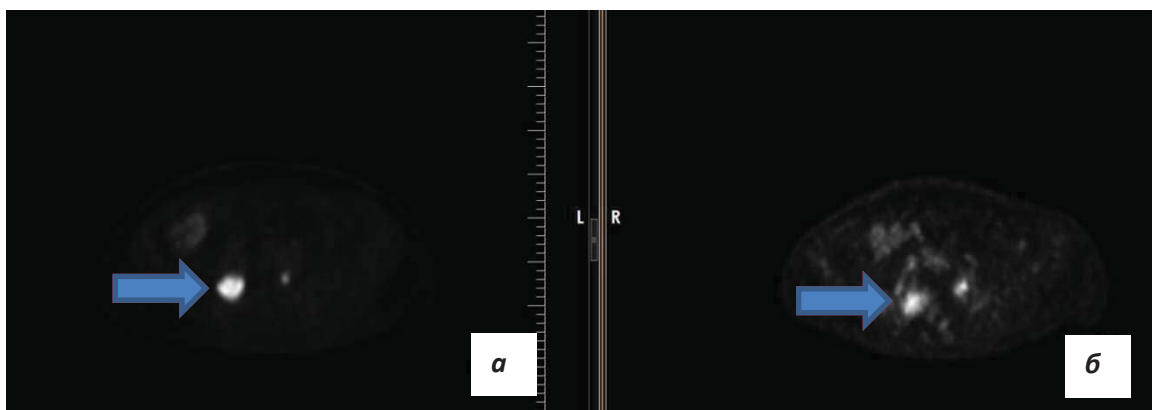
ПЭТ исследование лимфоузлов малого таза в динамике (а - до начала химиотерапии, б - после лечения химиотерапии) (указаны стрелкой)
